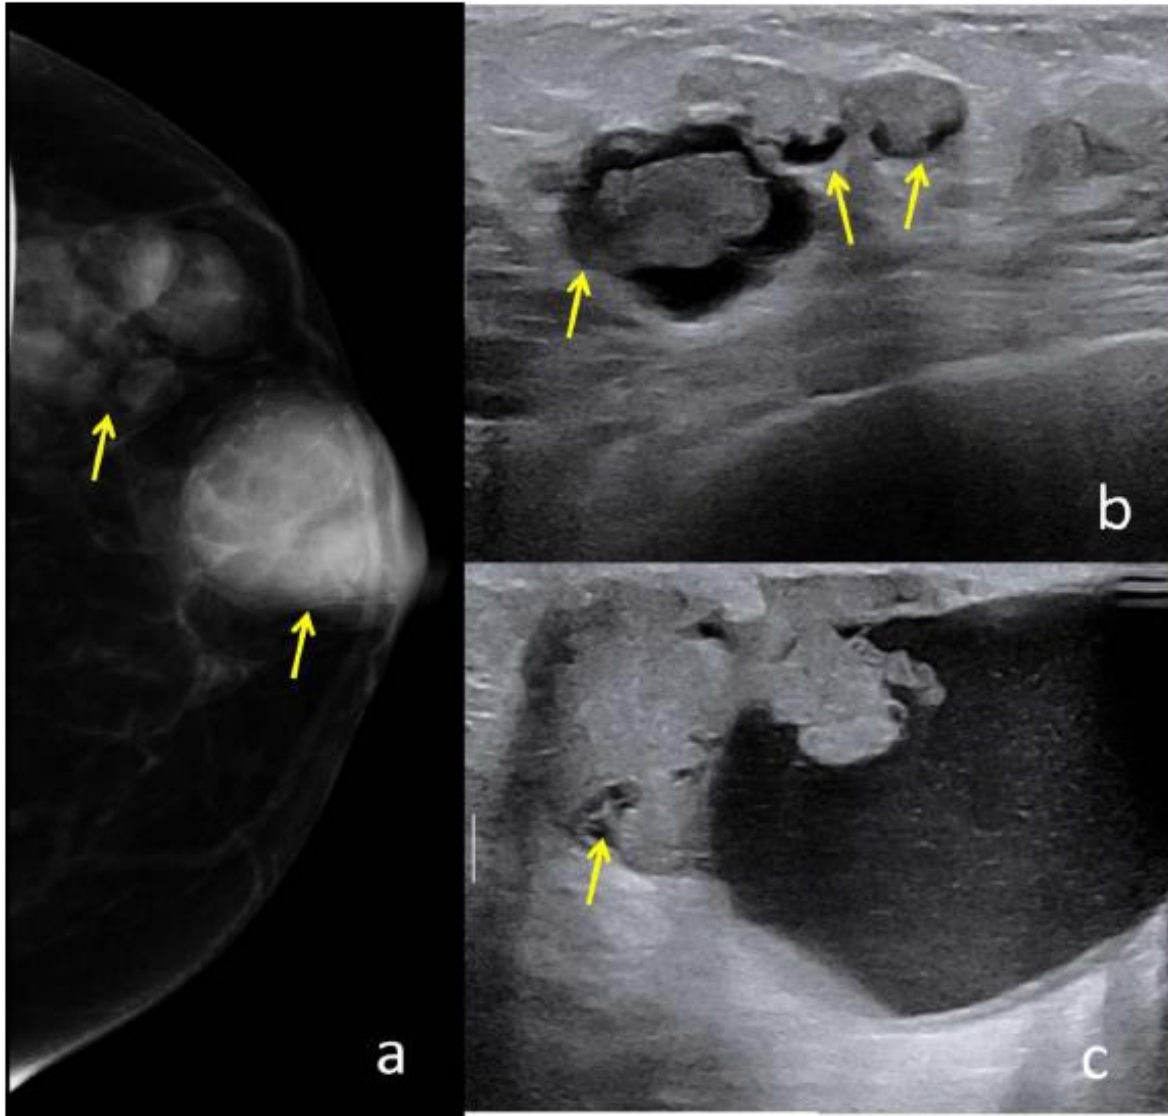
Mammogram shows a) a large round circumscribed radiodense subareolar lesion and a cluster of multiple radiodense lesions. USG correlation b,c) shows multiple solid cystic lesions (arrow) and categorized as BI-RADS 4b. Ultrasound guided Trucut biopsy confirmed Intracystic papillary carcinoma.
